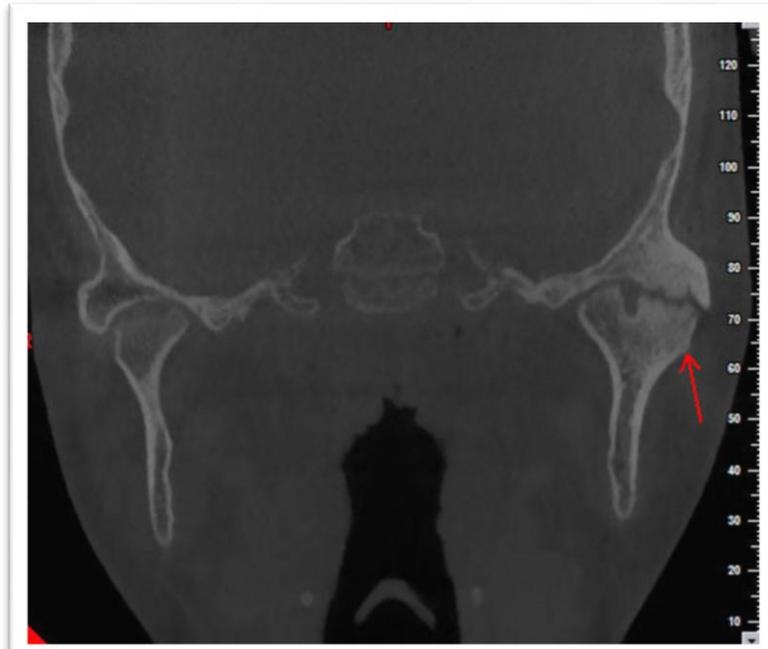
Tomografía Computarizada que muestra Fractura Sagital del cóndilo. (17)
